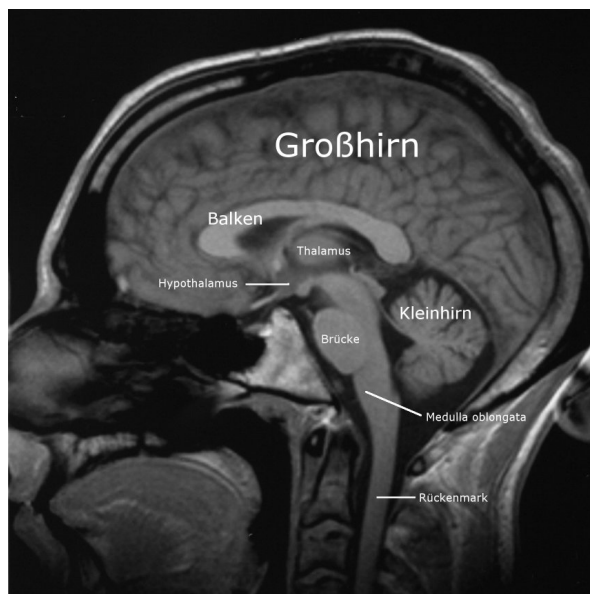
Sagitaler Schnitt eines menschlichen Gehirns als MRT-Aufnahme<sup>175</sup>
